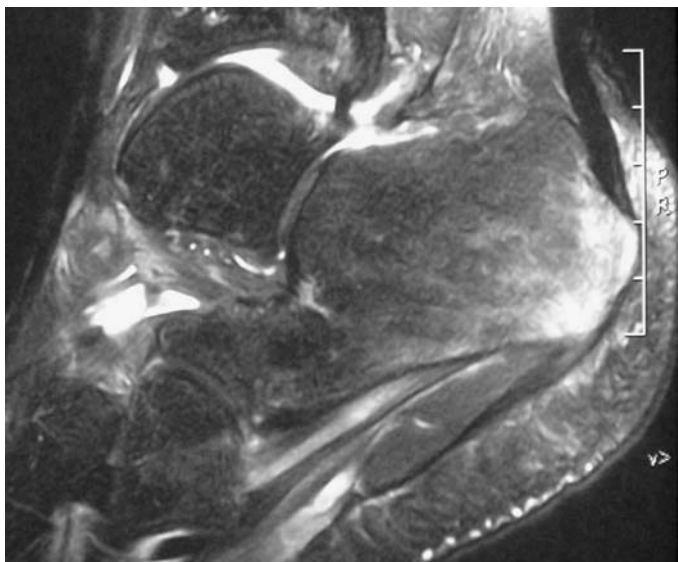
Imagerie par résonance magnétique (IRM) T2 Fat Sat avec aspect de calcanéite (inflammation à l'insertion de l'aponévrose plantaire et du tendon calcanéen) lors d'une spondylarthrite ankylosante.
